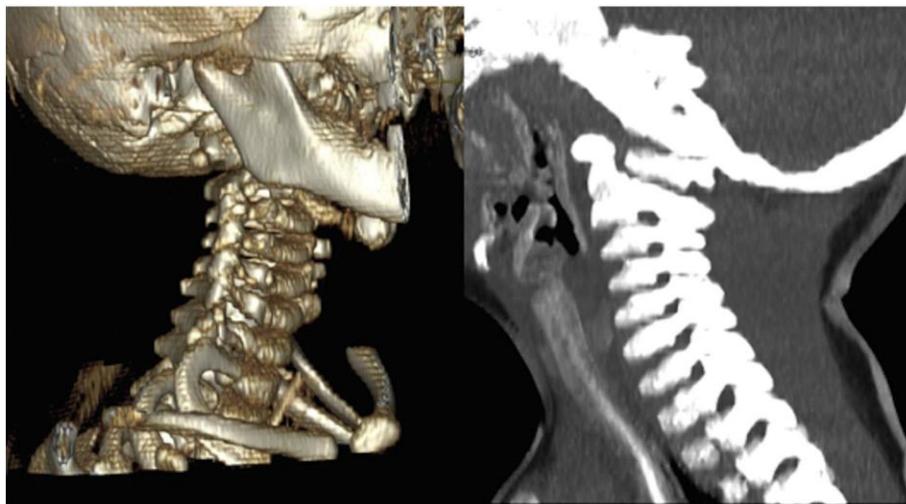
Radiografía sagital reconstruida en 3D que demuestra alineación normal y pedículos íntegros en el lado derecho del paciente.
